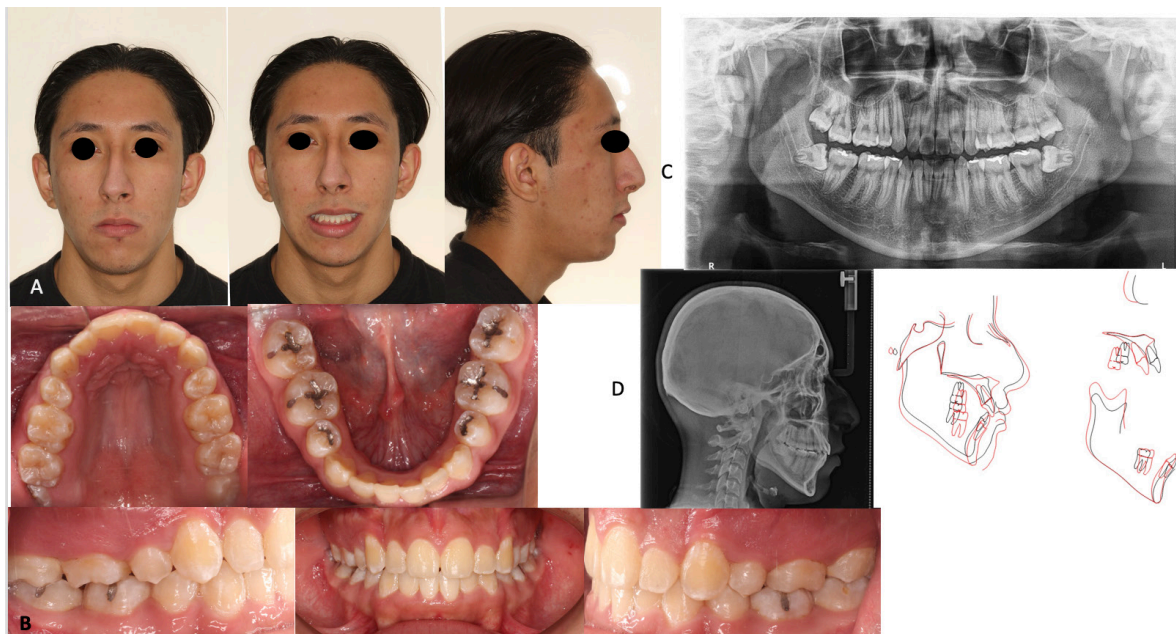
Fotografías y radiografías finales. A. Fotografías extraorales de frente, sonrisa y perfil.
